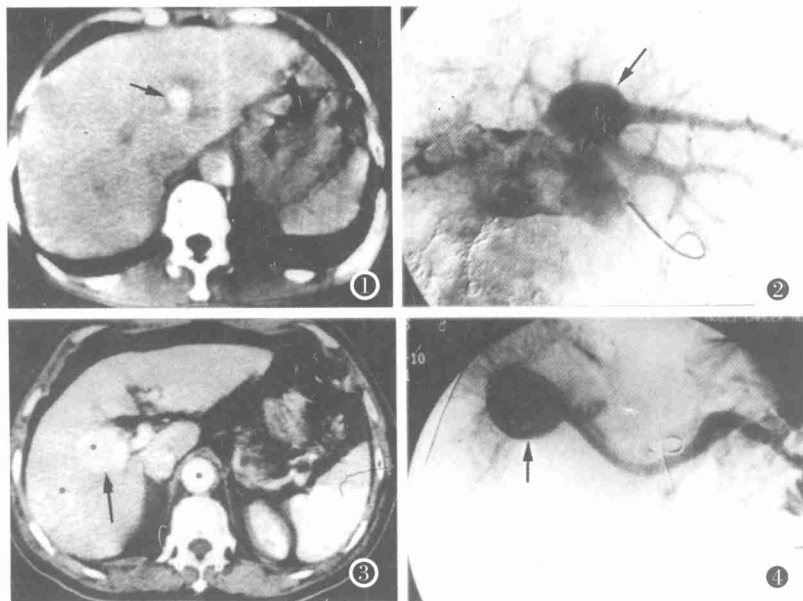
CT 增强像示肝左叶内一直径约 20mm 类圆形均匀强化灶。
